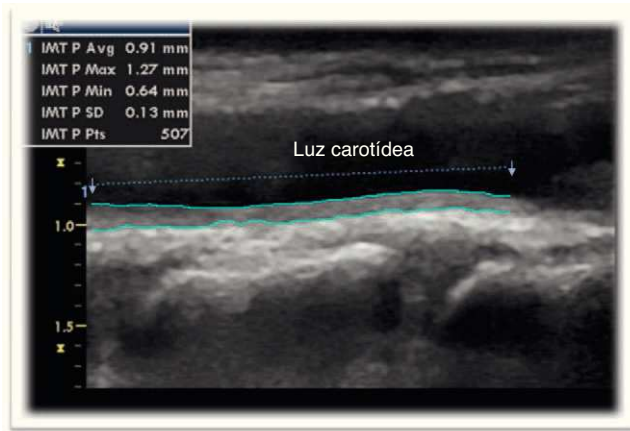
Ecografía carotídea que muestra un aumento patológico del grosor íntima-media carotídeo medio (0,91 mm) y máximo (1,27 mm) mediante detección automática de bordes.
